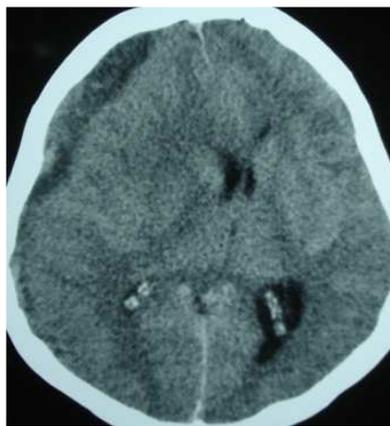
TC de HSDC fronto-parietal direito. Observar o efeito de massa, com desvio das estruturas da linha média para o lado contralateral do hematoma.
